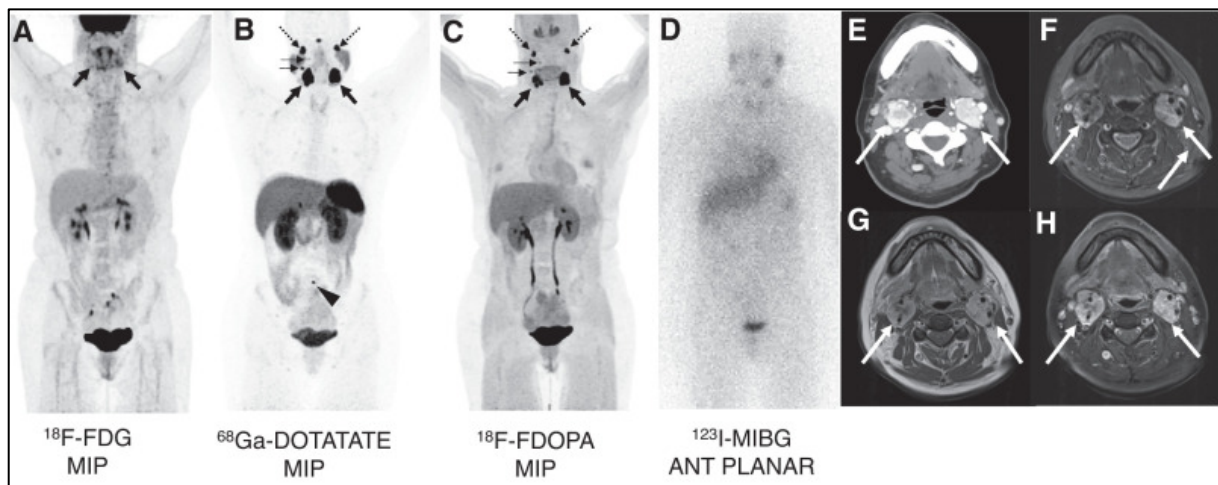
IRM et scintigraphie de paragangliomes de la tête et du cou : Imageries d'une patiente de 46 ans atteinte de paragangliomes de la tête et du cou associés à une mutation SDHD avec métastases ganglionnaires et osseuses. D'après Casquarillo JA et al., J Nucl Med 2021
